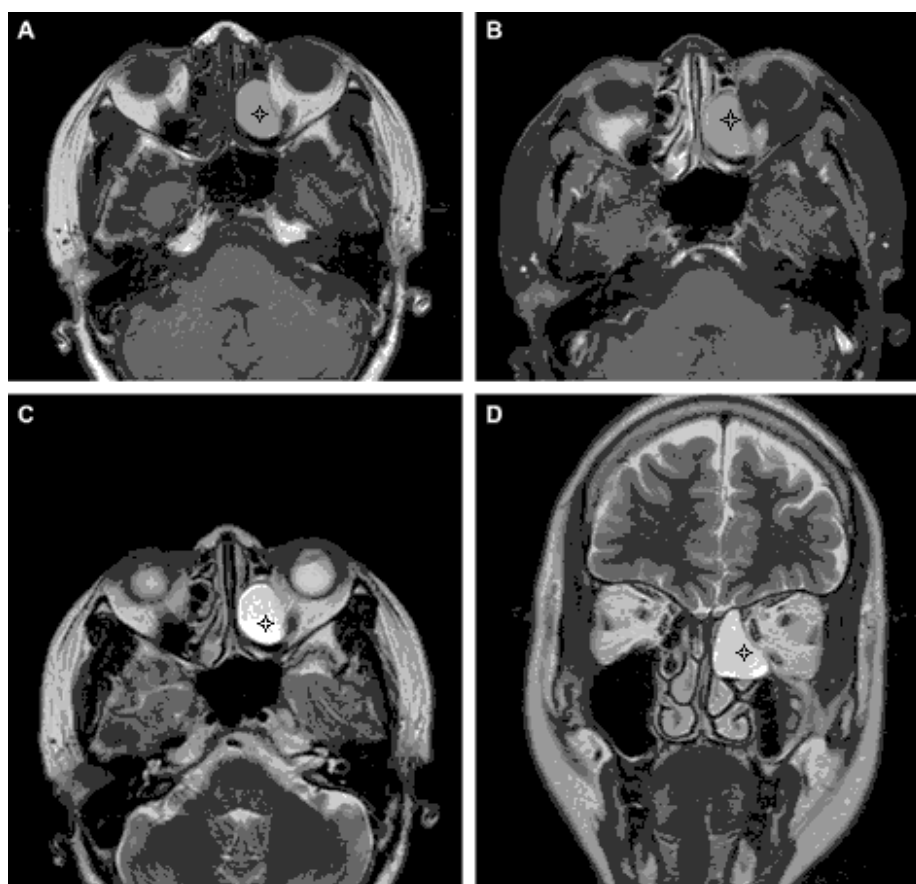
IRM du massif facial en faveur d'une mucocèle fronto-éthmoïdale gauche (étoile) : A. Axial T1. B. Axial T1 Gadolinium. C. Axial T2. D. Coronal T2. Un hypersignal en T1 et un hypersignal enT2 intense et homogène : [12].
